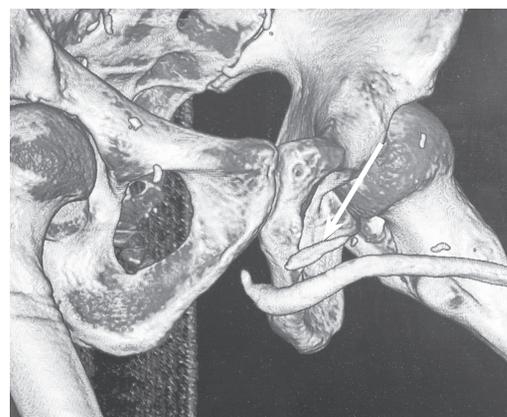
МСКТ 3D пациента Ш. Крупный кальцинат в кавернозном теле над бульбозным отделом уретры и множество мелких кальцинов по ходу кавернозного тела
